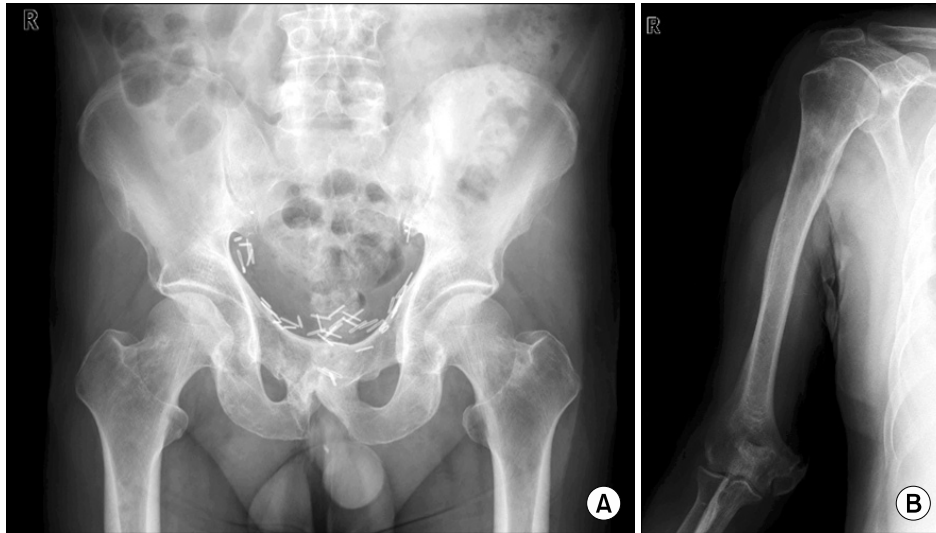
(A) Pelvis X-ray shows ill-defined sclerosis and osteolysis in both pubic bone and proximal femur metadiaphysis, (B) Right humerus AP X-ray also shows diffuse sclerosis in proximal humeral shaft.
